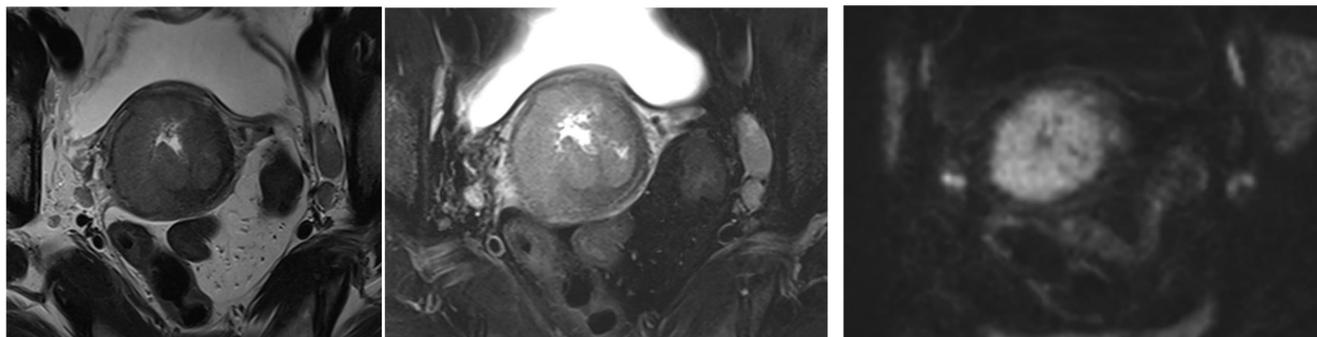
a 42. RM pelvis planos transversales en secuencias potenciadas En T1, T2 y difusión. Masa en espesor miometrial, irregular y bordes espiculados. Presenta señal intermedia en T2 (mayor que el resto del estroma cervical) e importante restricción en difusión.
